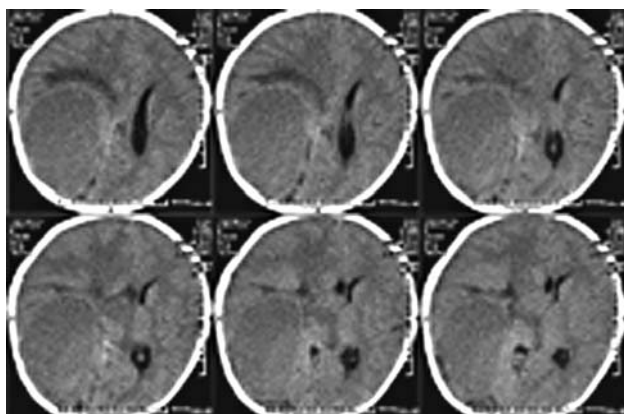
Компьютерная томограмма больного (серия срезов): определяется гигантских размеров сформировавшийся инкапсулированный гнойник в задних отделах правого полушария мозга (плотность содержимого неоднородная). Зона перифокального отека. Тело, задний и нижний рога правого бокового желудочка полностью сдавлены. Структуры средней линии значительно смещены влево.
